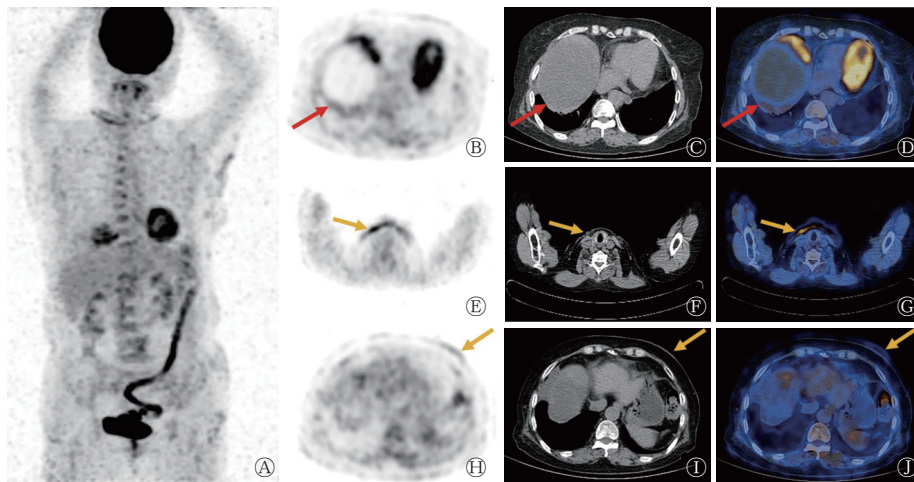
副肿瘤性天疱疮伴发纵隔巨大胸腺瘤患者(女性，67岁)的 ^{18}F -FDG PET/CT图 A为 ^{18}F -FDG PET/CT显像全身MIP图，示纵隔右侧可见多处皮肤 ^{18}F -FDG摄取增高；B-D分别为纵隔的横断面CT、PET、PET/CT融合图像，示纵隔右侧巨大囊实性肿瘤(红色箭头所示)，大小为 $14.0 \text{ cm} \times 9.6 \text{ cm} \times 13.7 \text{ cm}$ ，其内大部分呈水样密度区，CT值为12 HU，放射性分布减低缺损，部分囊壁不均匀增厚， ^{18}F -FDG摄取不同程度增高， $\text{SUV}_{\text{max}}=5.7$ ，肿物凸向右侧胸腔，相应右肺受压体积变小，邻近胸膜黏连。多处皮肤轻度增厚伴邻近皮下脂肪层密度轻度增大(黄色箭头所示)， ^{18}F -FDG摄取轻度增高， $\text{SUV}_{\text{max}}=4.2$ 。FDG为氟脱氧葡萄糖；PET为正电子发射断层显像术；CT为计算机体层摄影术；MIP为最大密度投影； SUV_{max} 为最大标准化摄取值
